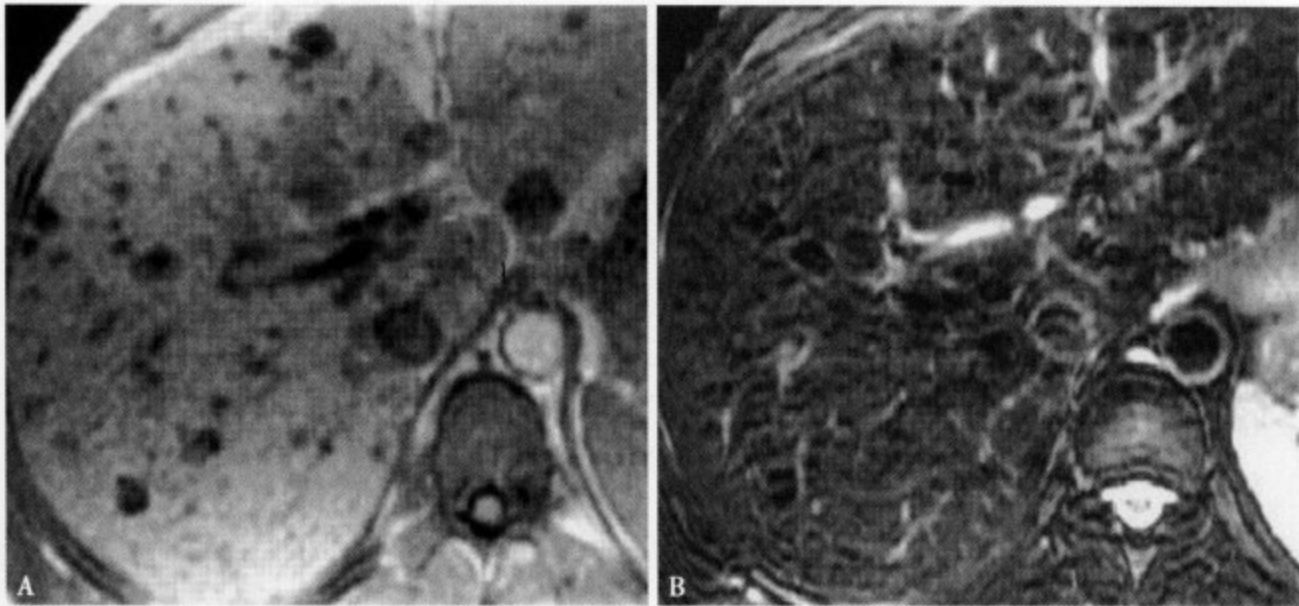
MRI T₁WI (A) 肝实质内显示多发性小结节状低信号, 边缘不太清楚, 最大结节直径约 1.8cm; T₂WI (B) 肝实质信号显示不太均匀, 并见多发性结节状低信号病灶, 部分病灶边缘可见高信号环影
